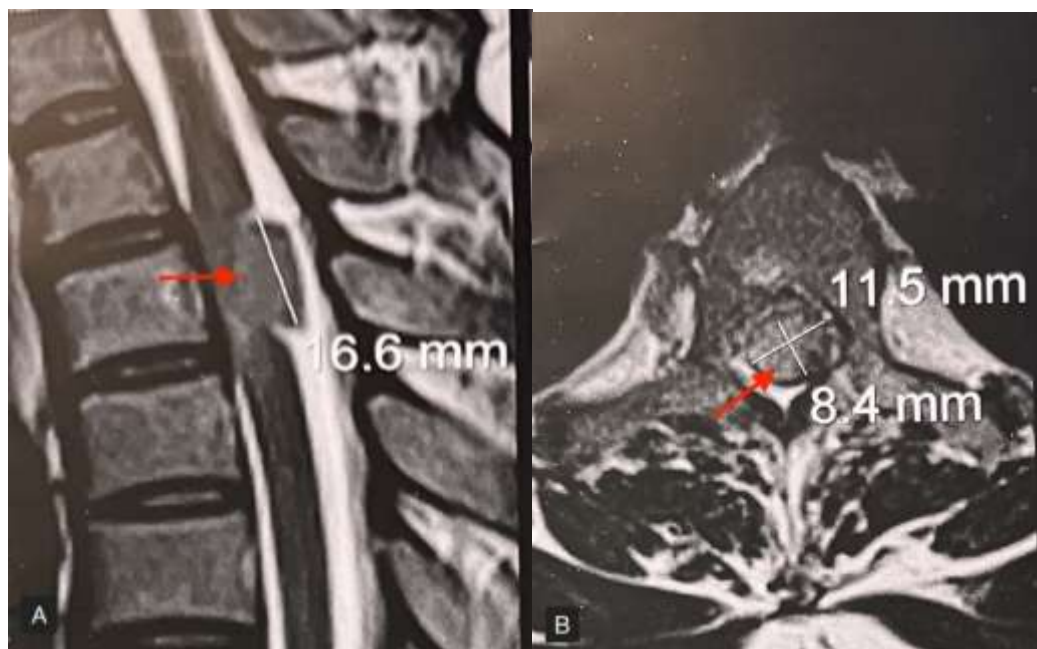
IRM médullaire séquence T2 en coupes sagittale (A) et axiale (B) montrant une petite masse intra durale extra médullaire dorsale postérieure en regard de D10 (flèche rouge) en hyposignal T2, responsable d'une compression de la moelle en regard.
